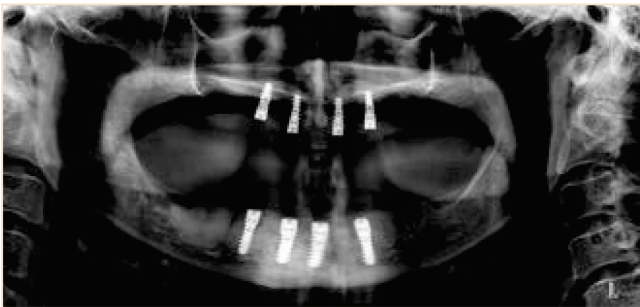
Ortopantomografia pas vendosjes së implantave në të dy nofullat.
